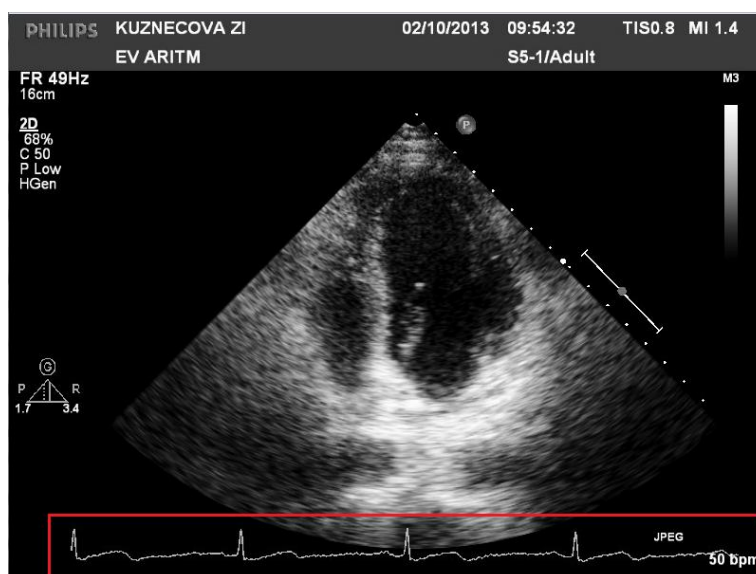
УЗИ-кадр с осциллограммой
